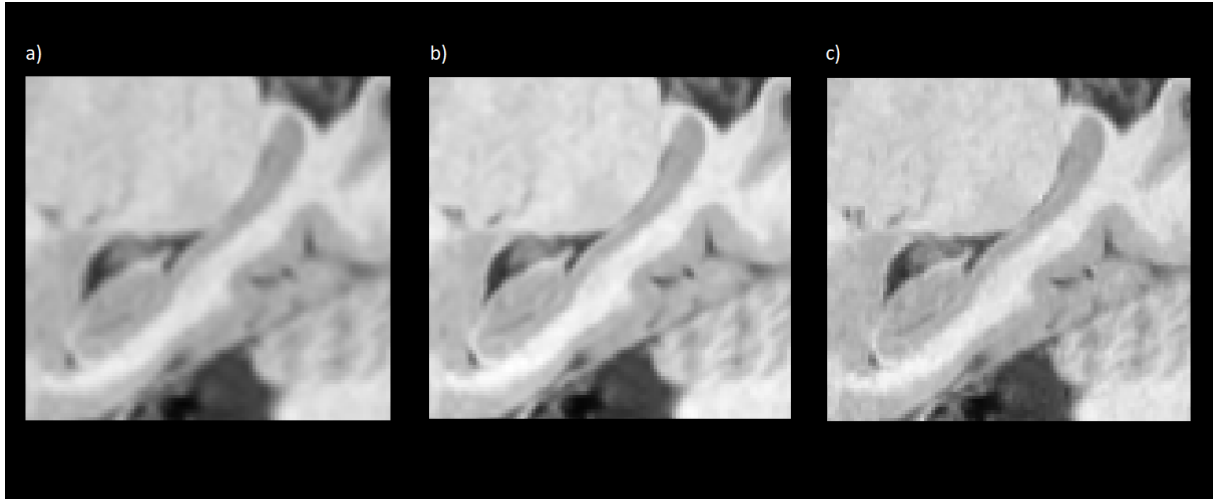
Cortes sagitales de tres *crops* IRM potenciados en T1 pertenecientes a un sujeto del conjunto de *test*. a) *Crop* LR. b) *Crop* SR generado por la mejor red (Experimento 4). c) *Crop* HR.
